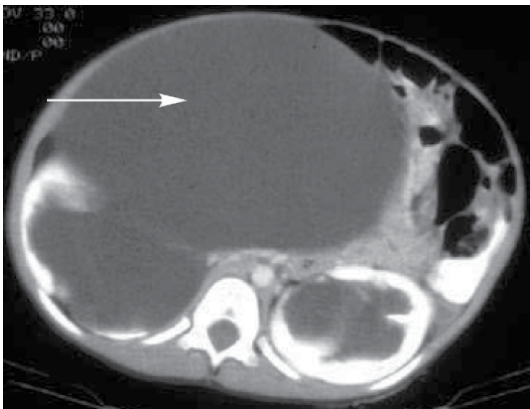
Комп'ютерна томографія (поперечне сканування) дитини з синдромом prune-belly. Видно ознаки двобічного гідронефрозу, різке розширення правого сечоводу (вказано стрілкою), який займає більшу частину черевної порожнини.
